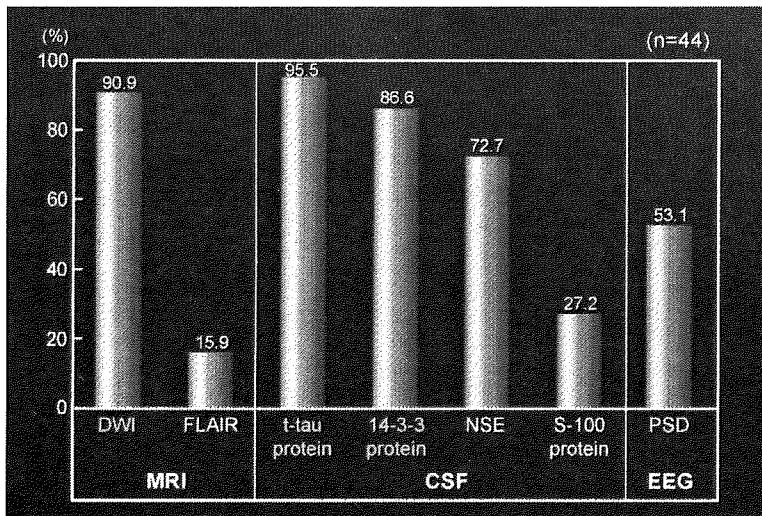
CJDにおける髄液検査とMRI検査の感度(n=44)
